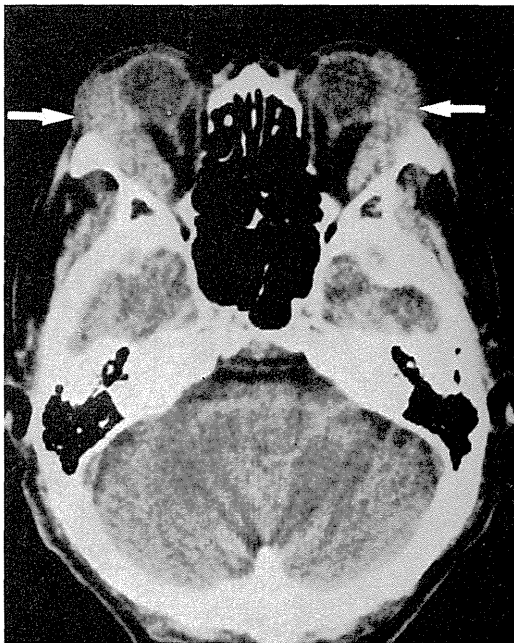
Mikulicz 病 (第3症例) の CT 像
